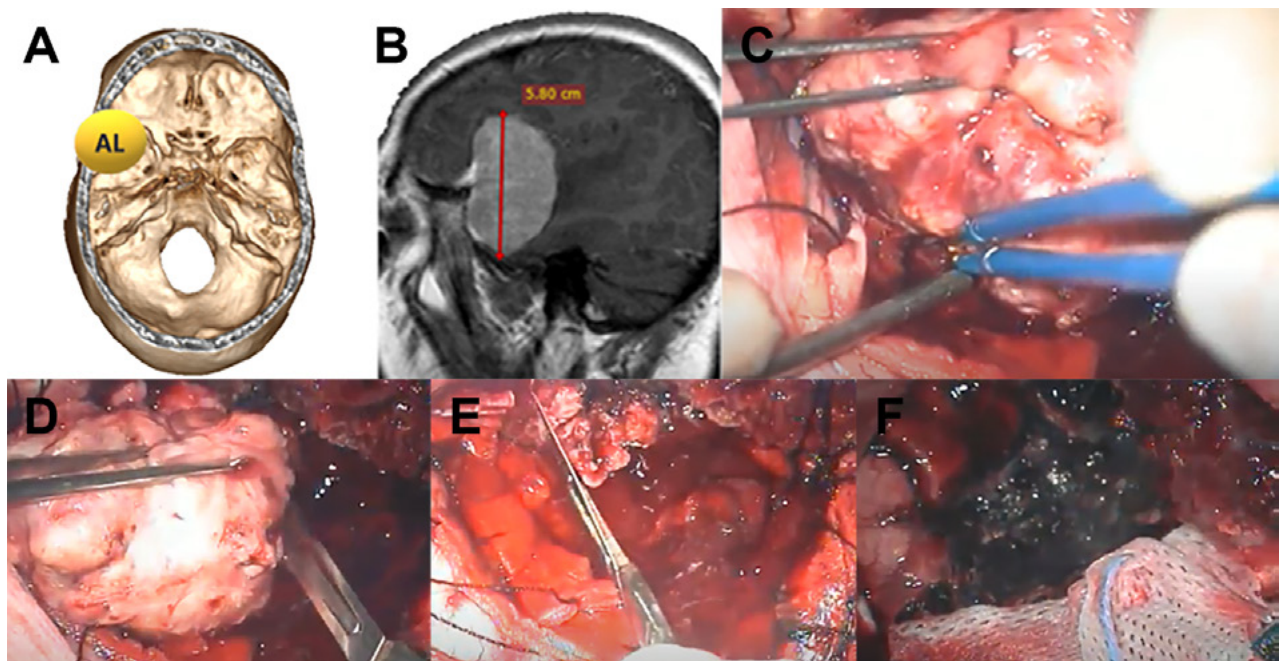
Paciente con meningioma de base de cráneo anterolateral (AL) (1 punto), tamaño más de 5 cm (2 puntos) sin invasión ósea (1 punto), total: 4 puntos, moderada probabilidad de resección total. A: localización de lesión en base de cráneo. B: resonancia con contraste corte sagital prequirúrgica. C: imagen intraoperatoria en donde se observa meningioma con plano aracnoideo. D: vaciamiento y reducción de tamaño con bisturí hoja 11. E: resección parcial de duramadre y coagulación de la misma. F: lodge quirúrgica sin remanente tumoral, resección Simpson 2.
